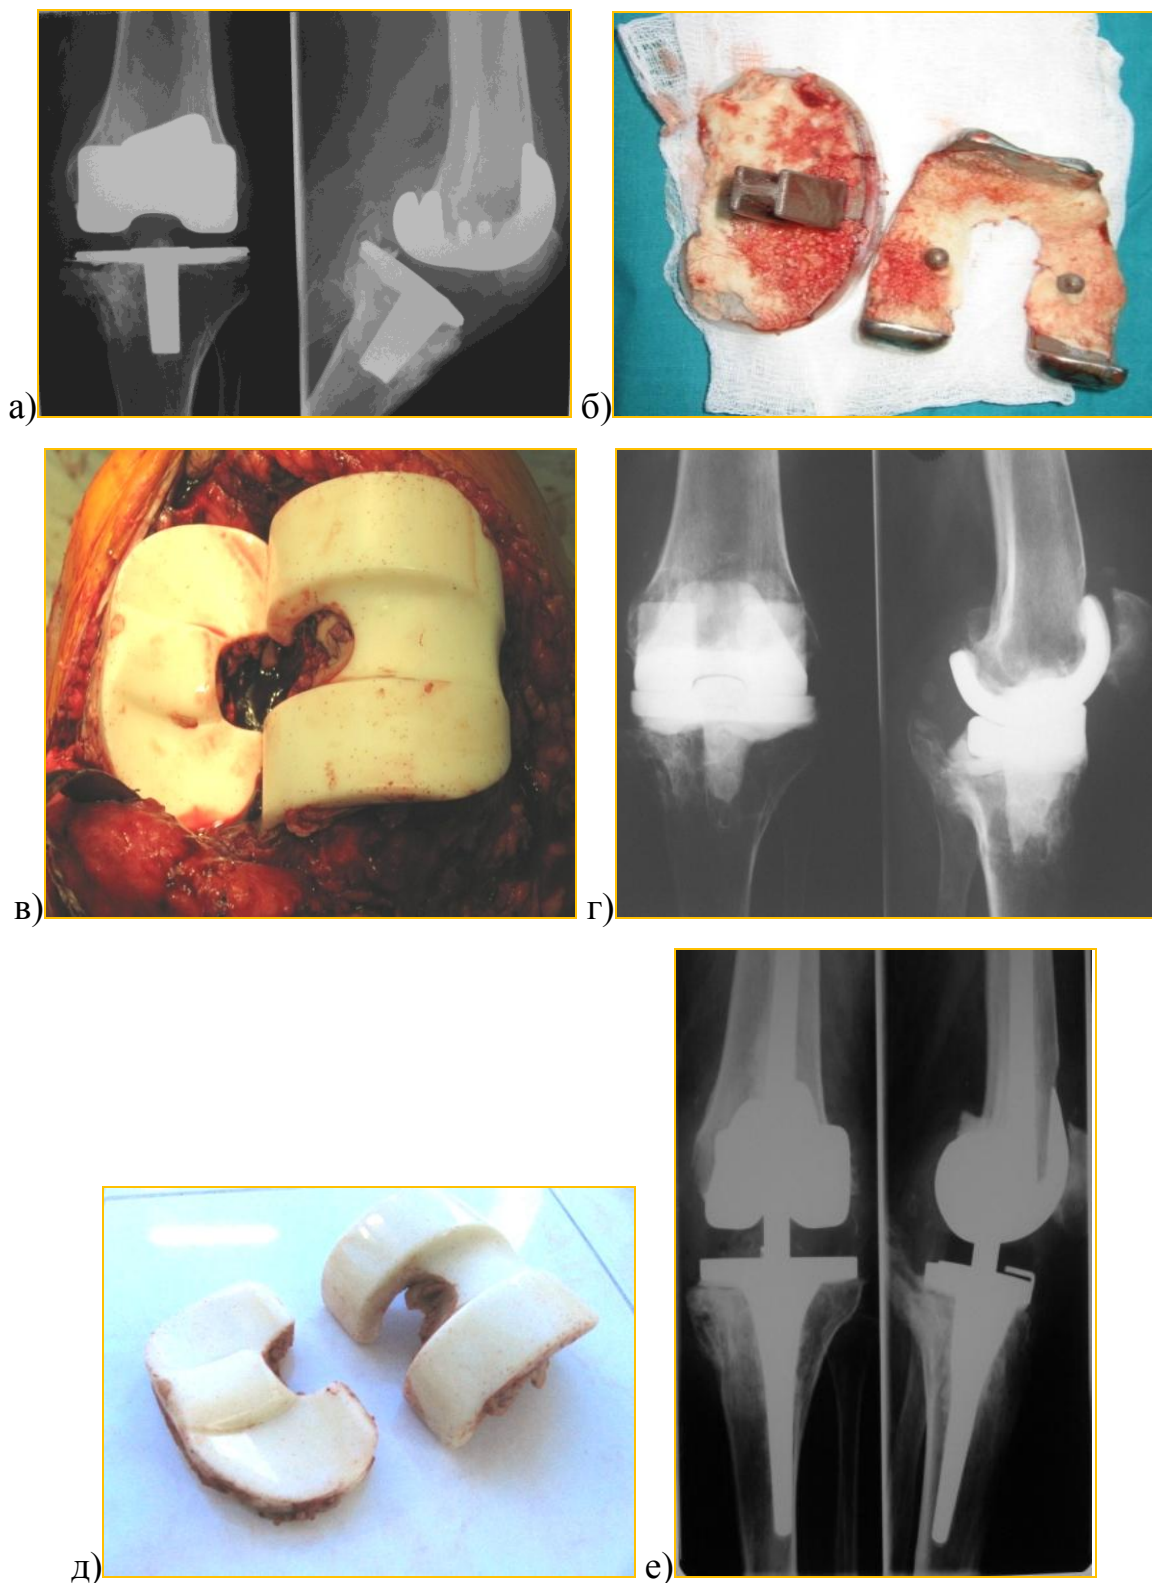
Рентгенограмма левого коленного сустава больной Ш-ой, 64 года, и/б 3303/15366. Глубокое перипротезное инфицирование левого коленного сустава с дестабилизацией компонентов эндопротеза: а) – при поступлении в клинику; б) – удаленные компоненты эндопротеза; в) – первый этап – хирургическая санация с установкой спейсера коленного сустава; г) – рентгенограмма левого коленного сустава после первого этапа; д) – внешний вид спейсера, удаленного во время второго этапа хирургического лечения; е) –
